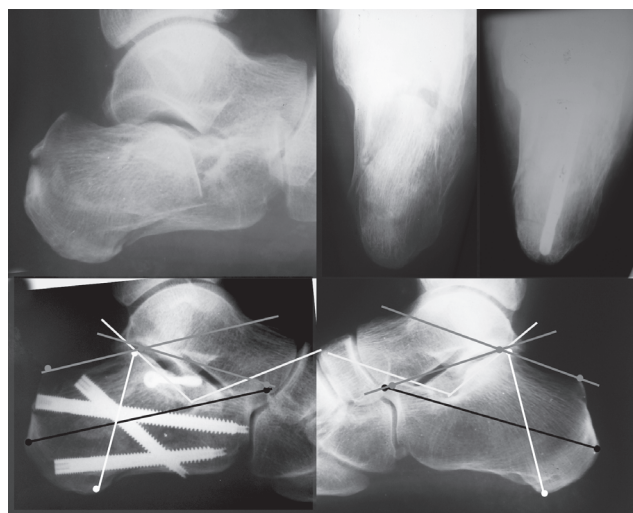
Рентгенограммы больного П., 52 лет, до и после операции: сравнительная оценка результатов по рентгенограмме здоровой стопы по углам Bohler и Gissane, высоте и длине пяточной кости
